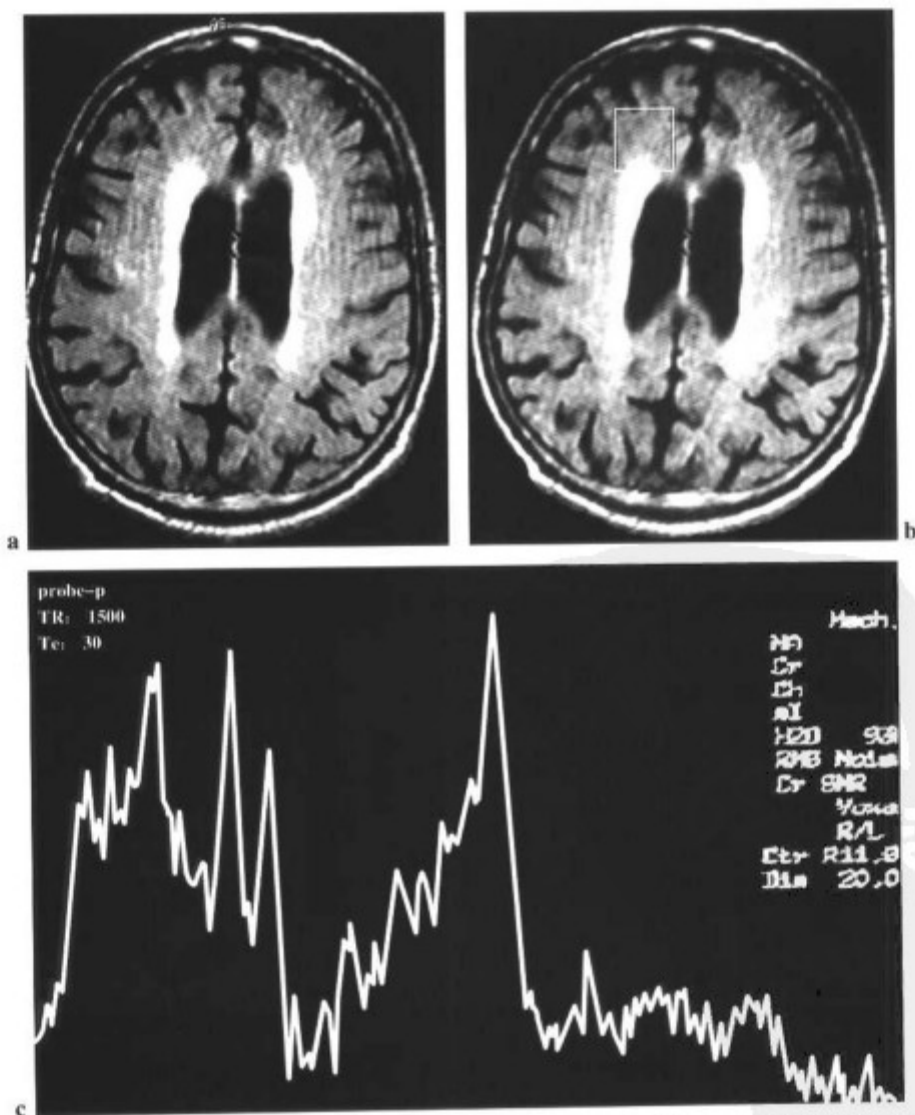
不合作的患者于横断面 FLAIR (a 和 b) 显示的运动伪影。但是, 获得了具有诊断质量的额叶波谱 (c)。
